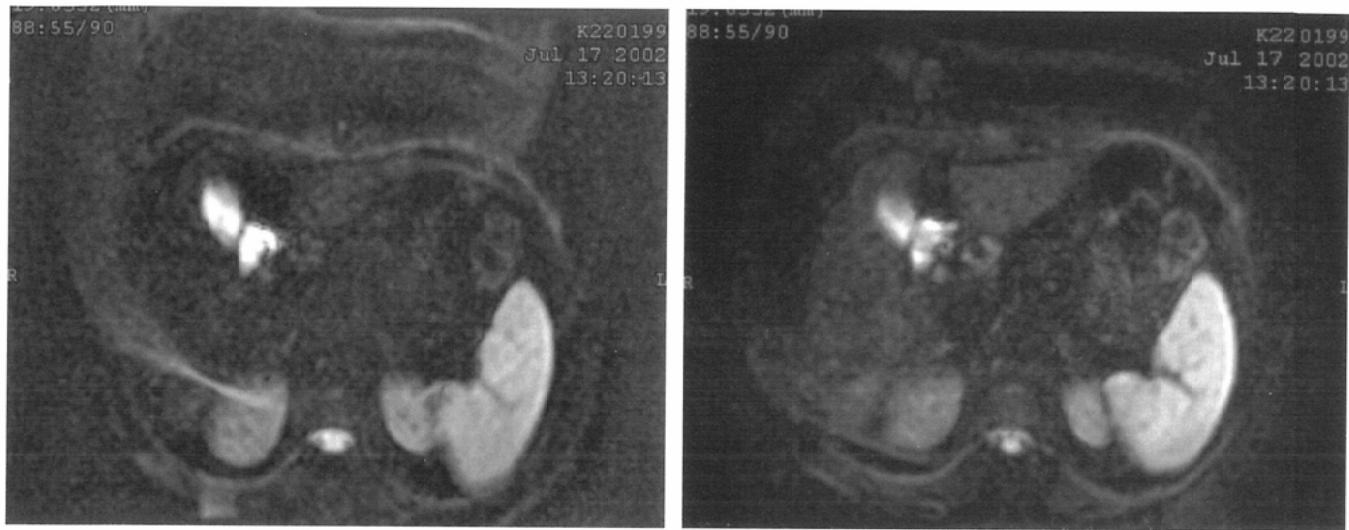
Diffusion weighted images ($b=400$) without (A) and with (B) SENSE. (None of the MR images was acquired with half Fourier technique.) N half artifact is less prominent with the SENSE technique.
